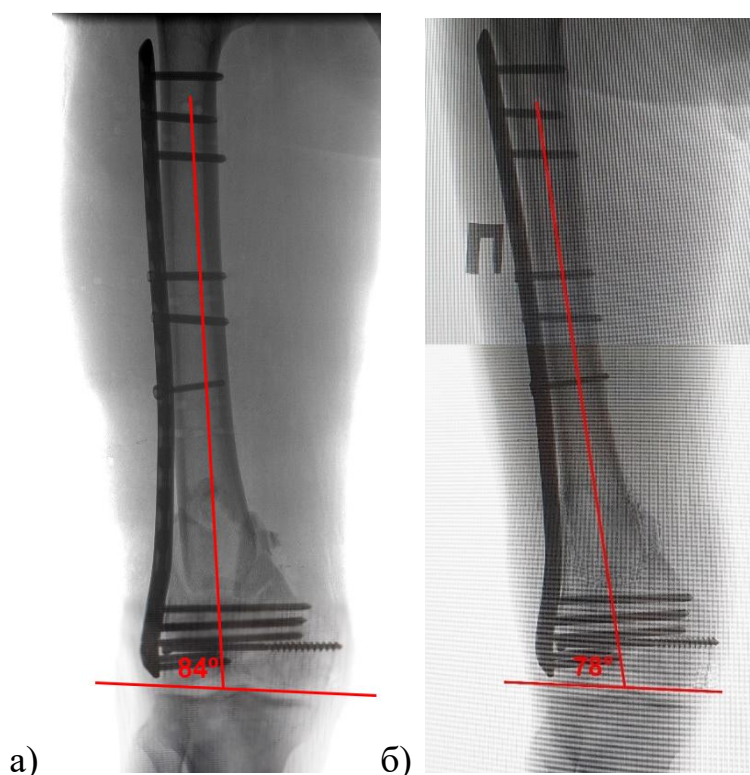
Значительные изменения дистального латерального бедренного угла в зоне перелома (33-C3 по классификации AO/ASIF) у пациента У., 47 лет, по данным контрольных рентгенограмм: а) через день после оперативного лечения; б) через 2 года после операции.
